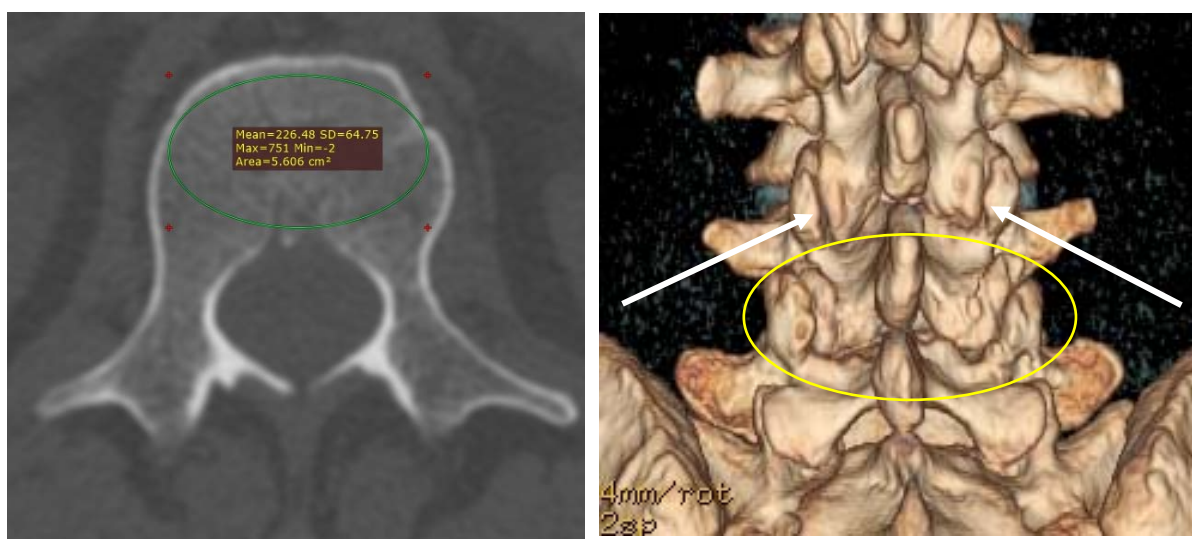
Tomografia computerizată a apreciat o calitate bună a țesutului osos vertebral (imaginea din stânga) și absența diformității degenerative severe a fațetelor articulare la nivelul proximal de spondilolistezis (săgeata albă). La nivelul spondilolistezisului, articulațiile sunt hipertrofiate și deformate (oval galben)
